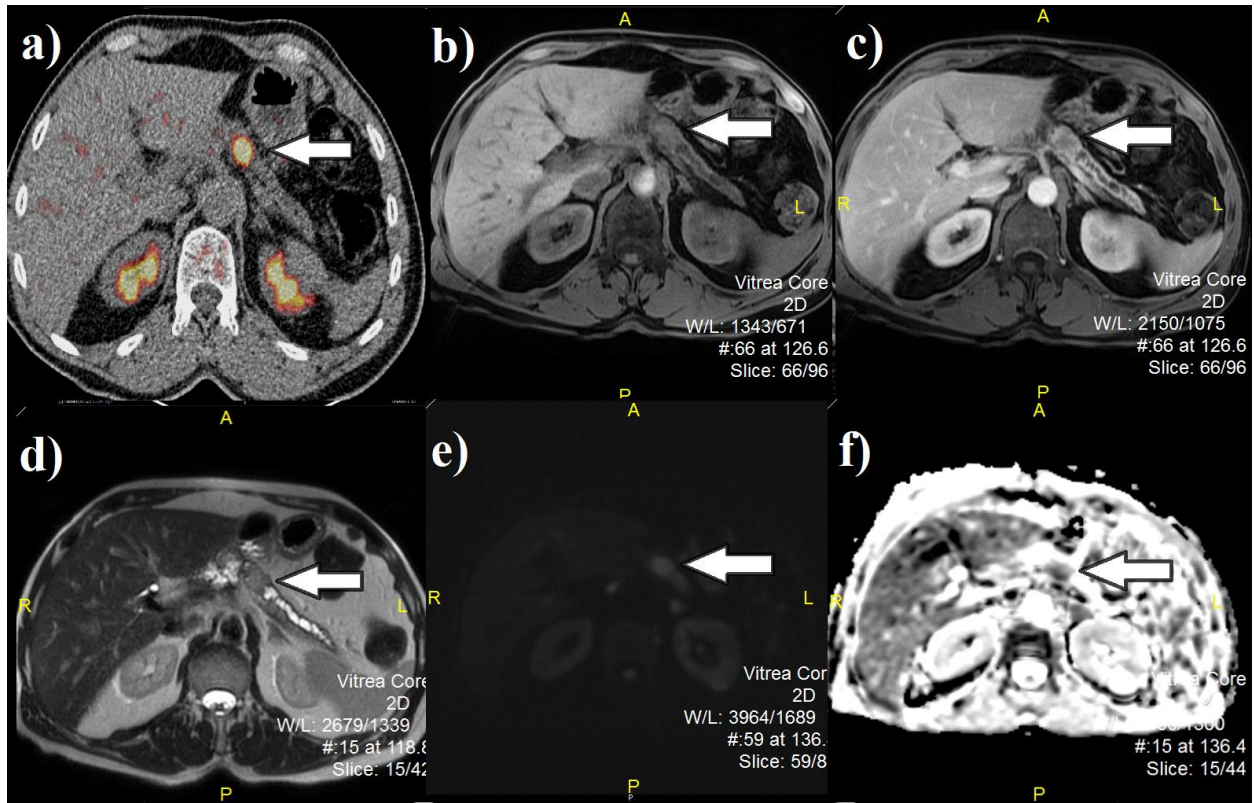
Mekotkivna promena u loži hirurški odstranjene glave pankreasa oko i između gornje mezenterične arterije i vene (AMS i VMS) kod 59-godišnje ženske pacijentkinje jedanaest meseci nakon *Whipple* operacije pokazuje lokalni recidiv, što je vidljivo na PET-CT pregledu (a); T1W sekvenci MR
